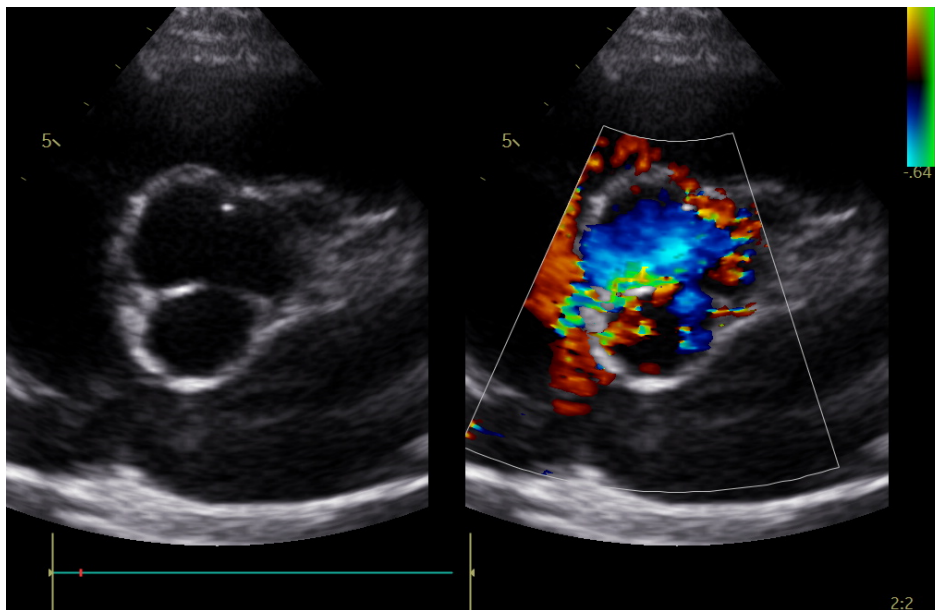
Parasternal kurze Achse im TTE (rechts: Verwendung eines Farbdopplers zur Bestimmung des Schweregrads)
